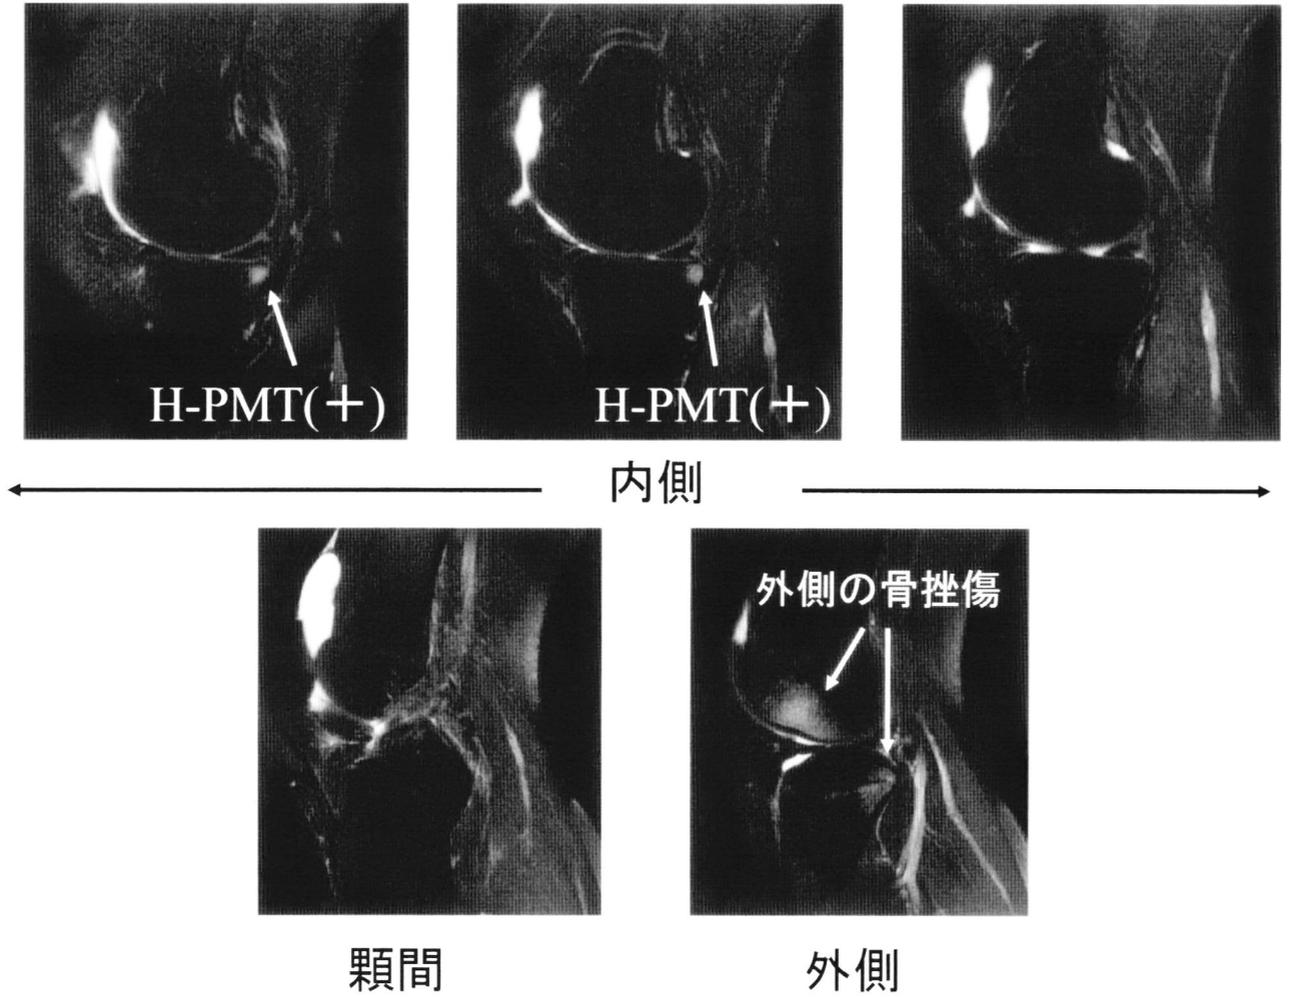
H-PMT(+)のMRI像(脂肪抑制T2強調像)
